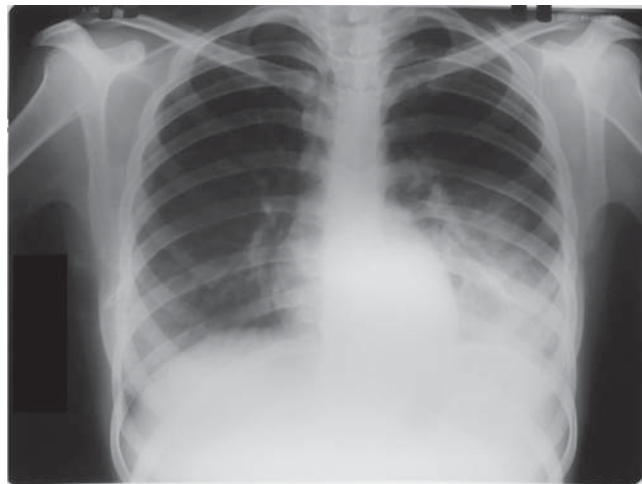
Radiografia bolnavei S. la internare:
